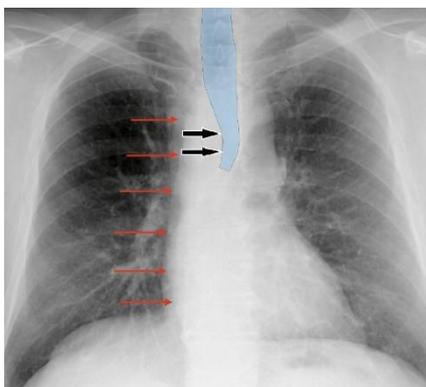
Обзорная рентгенография органов грудной полости в прямой проекции.
